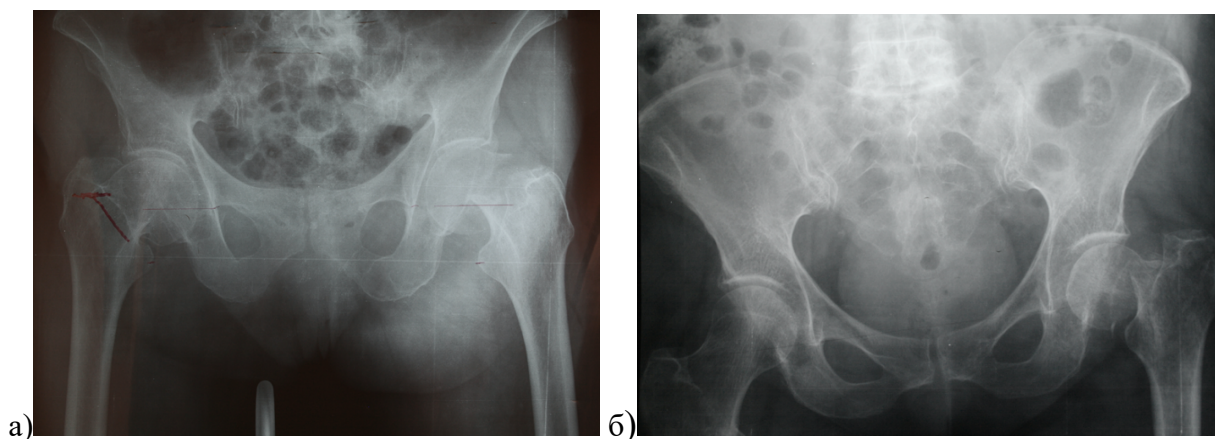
Обзорные рентгенограммы таза пациентов с переломами проксимального отдела бедренной кости: а – женщина 80 лет с трансцервикальным переломом левой бедренной кости; б – женщина 66 лет с субкапитальным переломом левой бедренной кости
